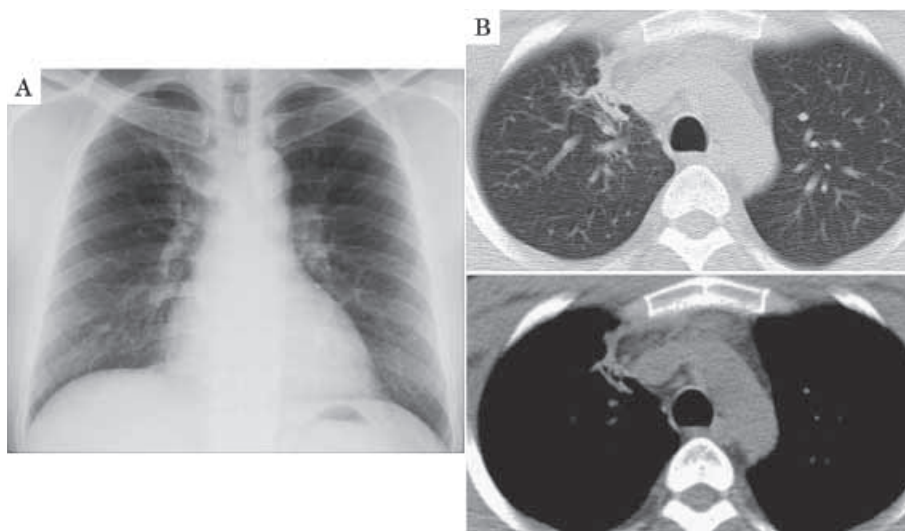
Chest X-ray (A) and chest CT (B) after finishing medication, showing disappearance of mass shadow in right upper lung with trivial linear shadow.
